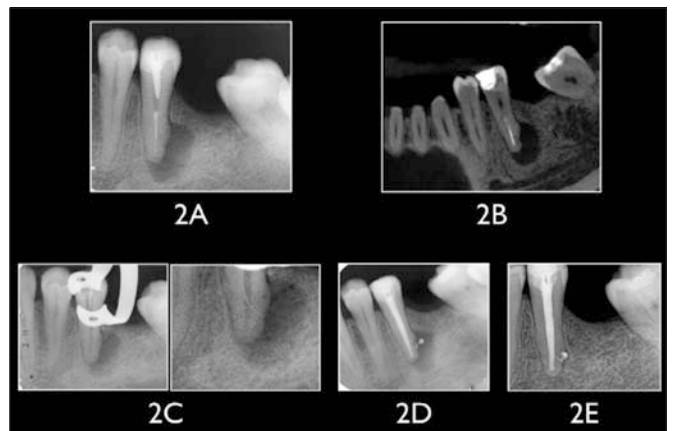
Tratamiento endodóncico a paciente con lesión lateral debido a conducto lateral. A: Rx preoperatoria; B: CBCT diagnóstico; C: Conducto lateral; D: Obturación; E: Curación lesión al año.
